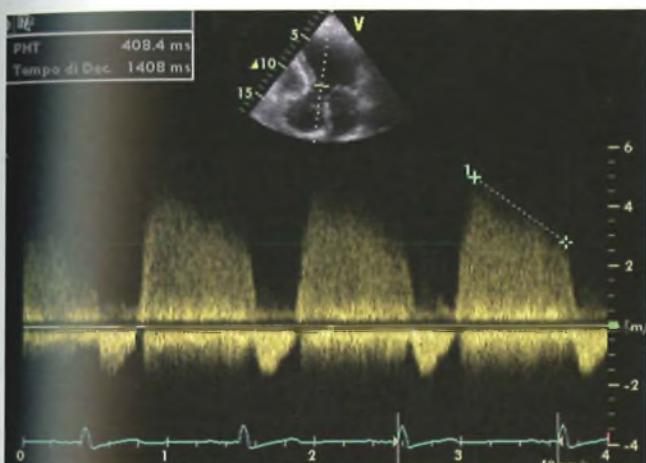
Insufficienza aortica: il segnale Doppler in fase diastolica è rappresentato da un flusso turbolento di grande ampiezza al di sopra della linea zero (soffio diastolico aortico) e in fase sistolica da un flusso laminare che si inscrive al di sotto della linea zero.
